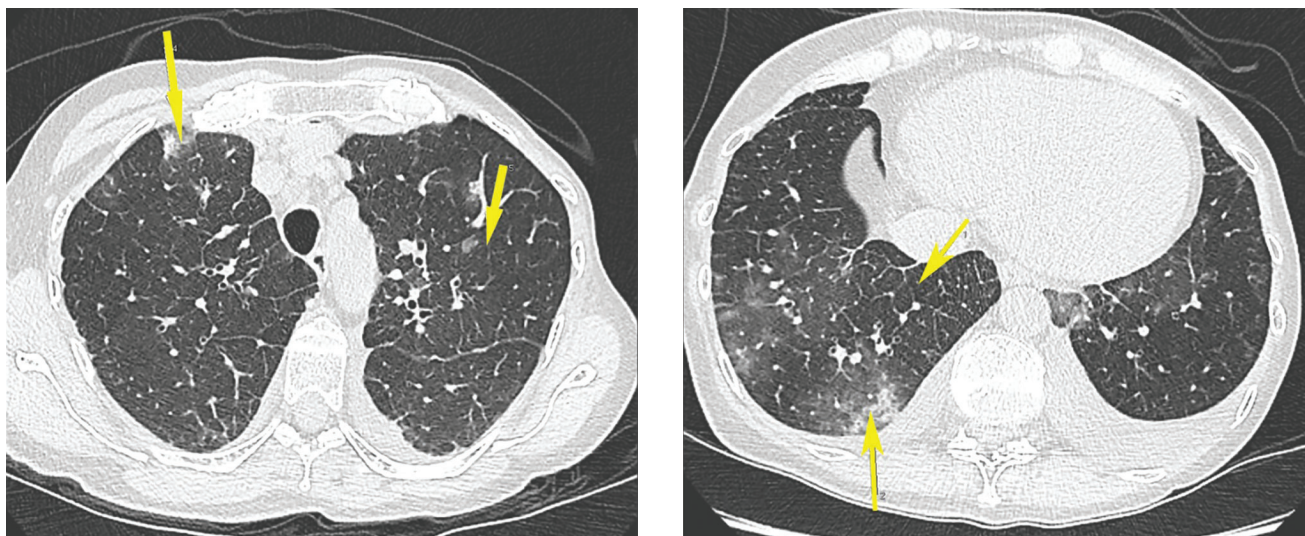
КТ ОГК больной С., аксиальные реконструкции в легочном окне. Слева: субплевральный участок «матового стекла» в верхней доле правого легкого. Справа – участок «матового стекла» в S10 нижней доле правого легкого (нижняя стрелка); акцент «линий Керли» в этой же доле – признак интерстициального отека (верхняя стрелка)
